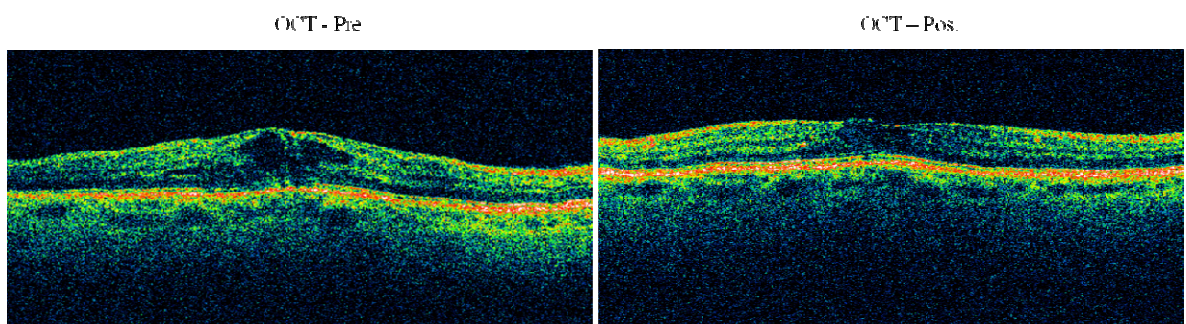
Contraste de casos 1. Análisis diagnóstico mediante imágenes de Tomografía Óptica Coherente, evaluadas de manera pre y post intervención.
